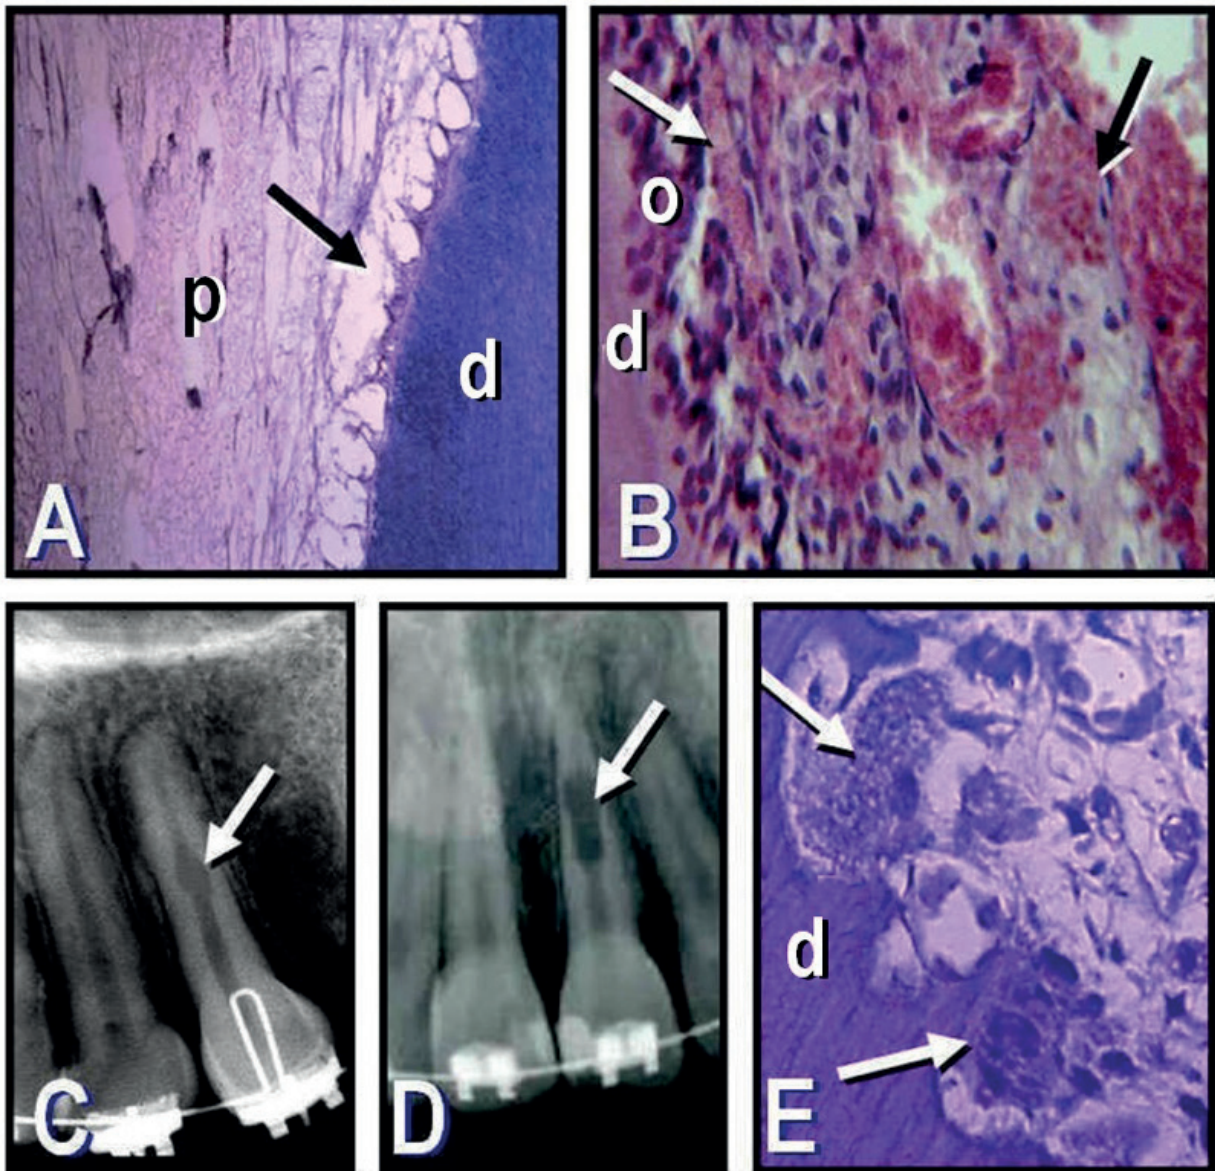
A: Sección histológica de un premolar inferior extraído por razones ortodóncicas luego de 9 meses de iniciado el tratamiento, en la que se observa vacuolización y degeneración odontoblástica a nivel de la unión de los tercios coronario y medio (flecha) (p: pulpa; d: dentina; hematoxilina y eosina; magnificación original X100). B: Sección histológica de la pulpa de una pieza dentaria. Se puede observar la presencia de un vaso sanguíneo (flecha blanca) y un área hemorrágica (microhemorragia) (flecha negra) (o: odontoblastos; d: dentina; hematoxilina y eosina; magnificación original X400). C-D: Radiografías de piezas dentarias con tratamiento ortodóncico, en las que se observan áreas de reabsorción dentinaria interna (flechas) detectadas 12 y 20 meses, respectivamente, después de iniciado el tratamiento. E: Sección histológica de una pieza dentaria a nivel del tercio medio de la raíz. Se pueden observar importantes áreas de reabsorción dentinaria interna con la presencia de dentinoclastos (flechas) (d: dentina; hematoxilina y eosina; magnificación original X1000).
